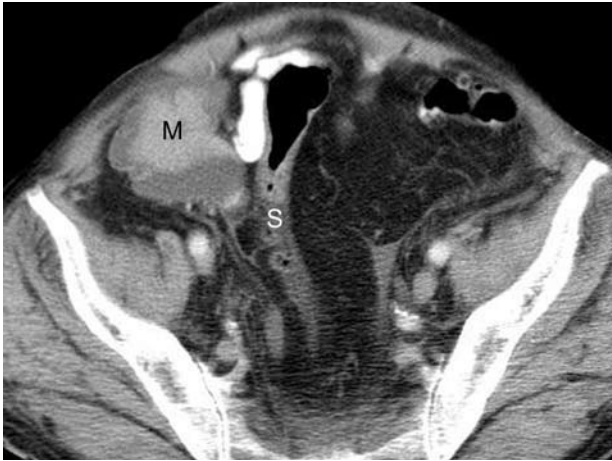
TC: masa (M) en FID que contacta el sigmoides (S).
